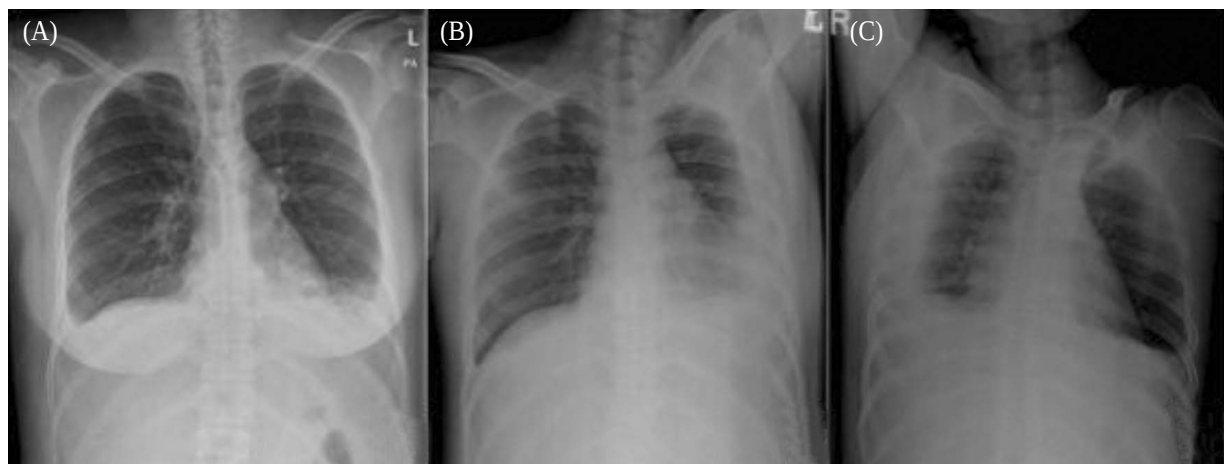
Chest X-ray on admission. Chest X-ray shows a bilateral pleural effusion on admission.
